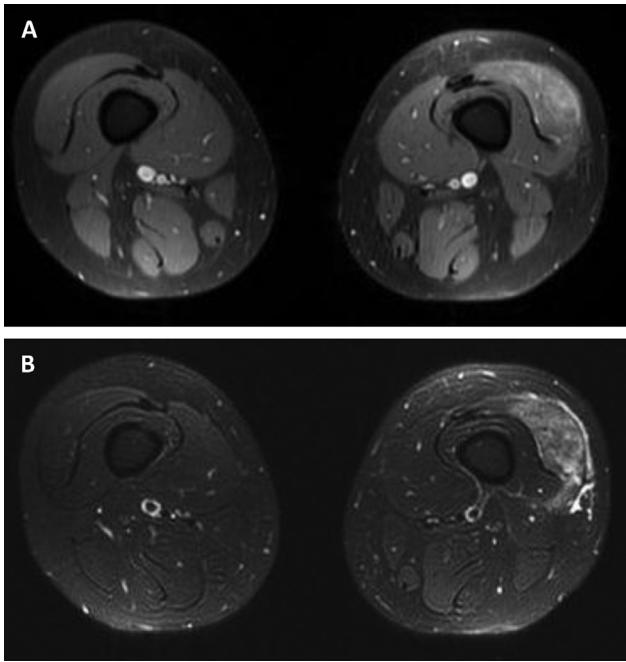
IRM musculaire des myosites focales. A. Séquence en pondération T1 après injection de gadolinium montrant une prise de contraste homogène du chef latéral du quadriceps gauche. B. Hypersignal spontané dans ce même territoire sur les séquences en pondération T2.
